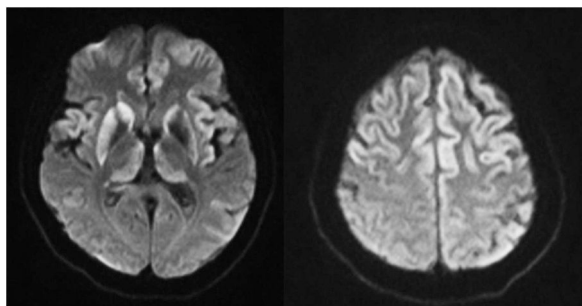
Secuencias DWI con restricción del córtex frontal e insular, putamen y caudados (asimétrica de predominio derecho) y tálamos (núcleo dorsomedial).
